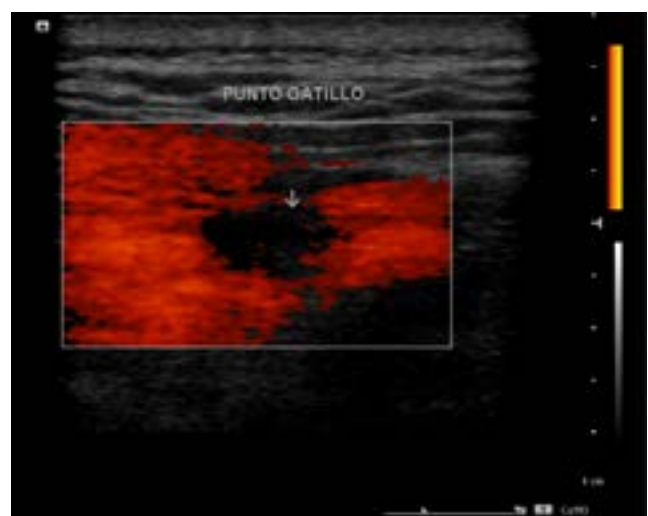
Flecha “Trigger Point”, confirmado al mostrarse no reactivo al Power Doppler post estimulación con diapasón.
